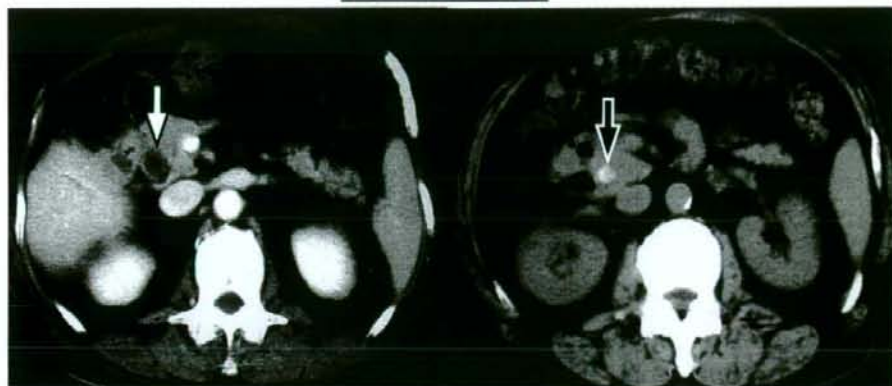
症例1: 腹部CTで胆管拡張と下部胆管に結石を認める。
